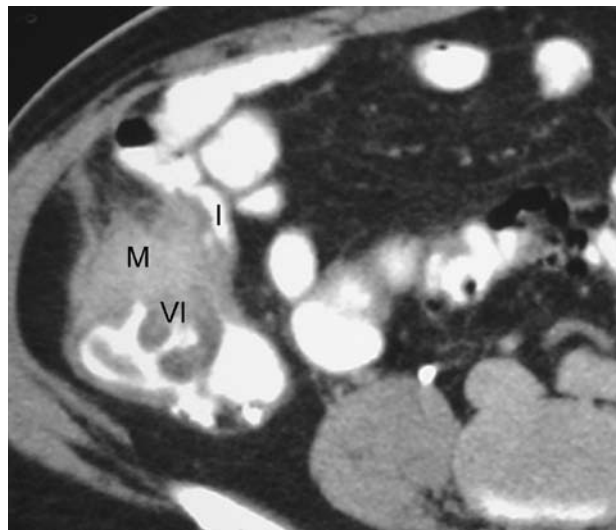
TC: la masa (M) ubicada nivel de la válvula ileocecal (VI) con compromiso del íleon (I) terminal.
